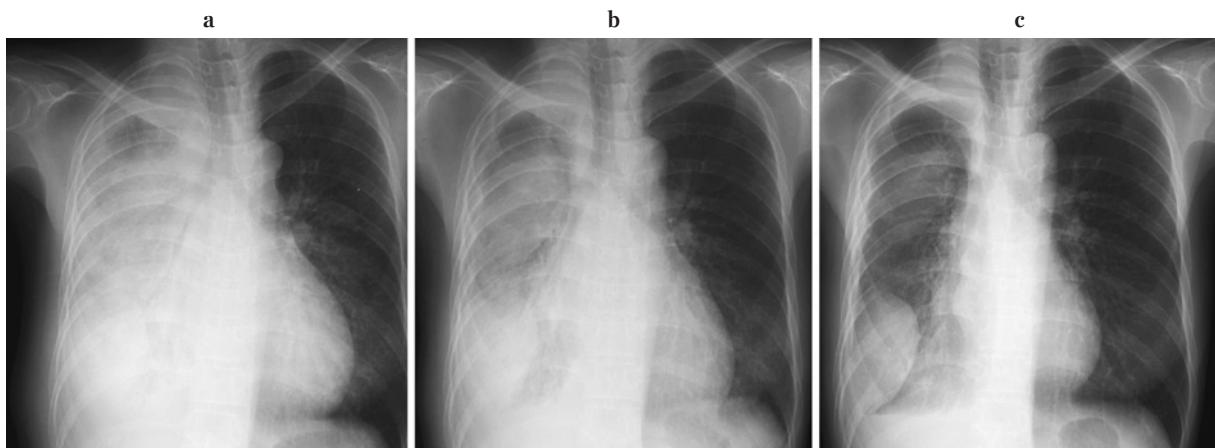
a. Chest X-ray film before docetaxel therapy on August, 2005. b. Chest X-ray film after docetaxel therapy on December, 2005. c. Chest X-ray film 1 month after gefitinib therapy on January, 2006.
